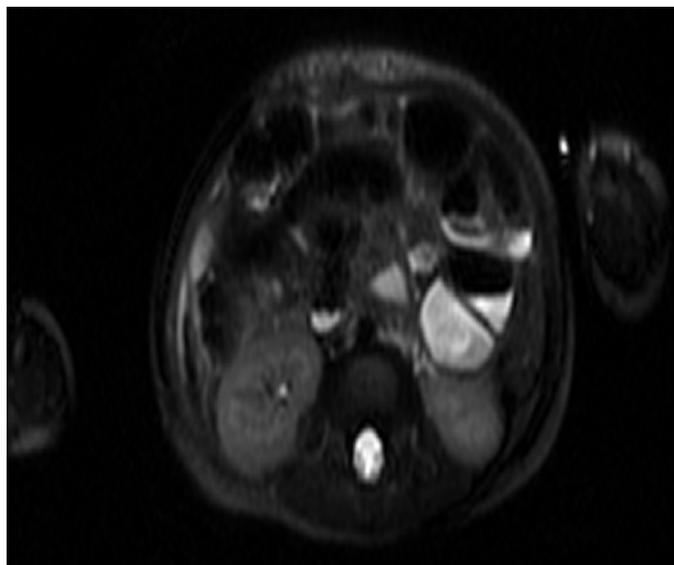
МР-томография органов брюшной полости
